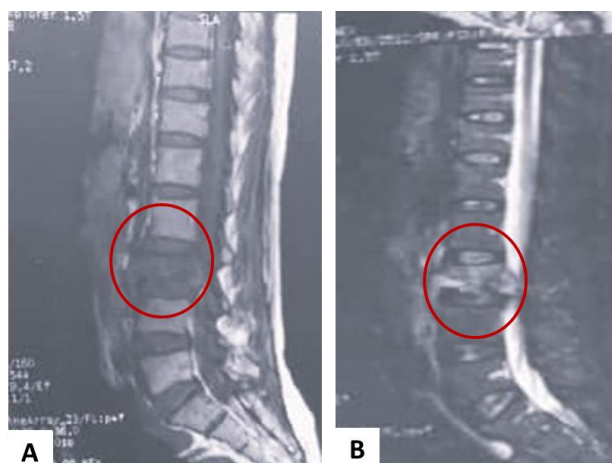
IRM du rachis lombaire en coupes sagittales : spondylodiscite L3- L4 avec épidurite sans abcès paravertébral qui apparait en hyposignal T1 (A), hypersignal T2 STIR (B)
